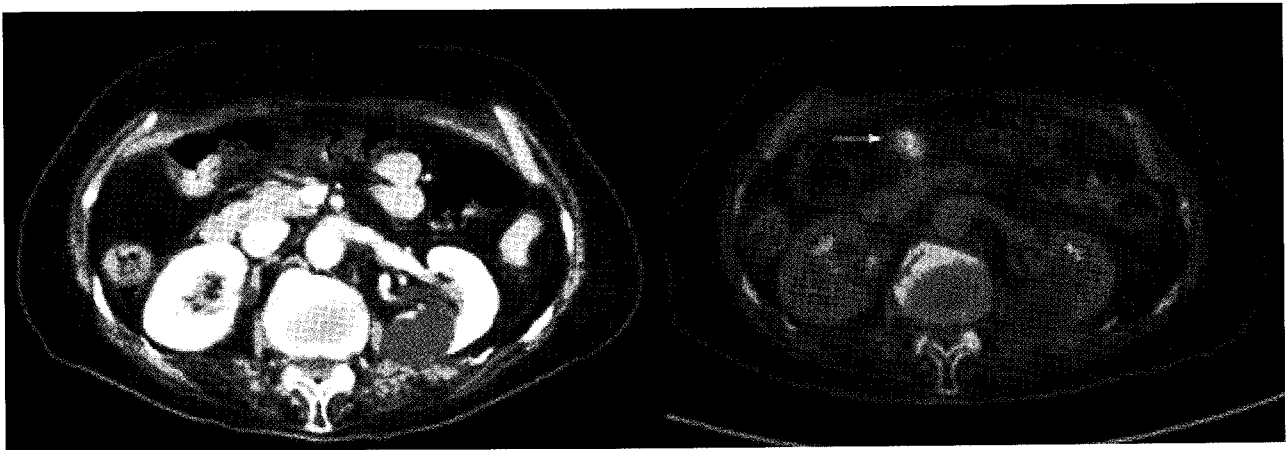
A 83 year-old man with a history of rectal cancer(adenocarcinoma) underwent F-18 FDG PET/CT 1 year after low anterior resection. Serum CEA and CA 19-9 levels were 3.6 and 4.8g/ml. Abdominal CT finding was unremarkable. F-18 FDG PET/CT showed abnormal FDG uptake (white arrow, maximum SUV 5.7) in transverse colon fields which were confirmed as recurrence by colonoscopic biopsy.
